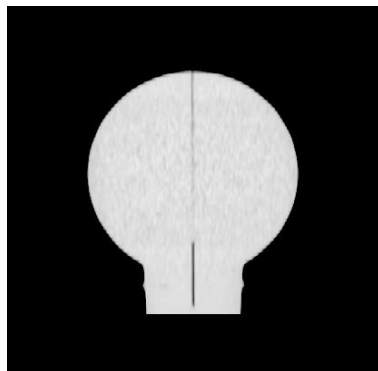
Projeção do corte coronal da imagem de CT do fantoma, onde são visíveis as heterogeneidades existentes.
